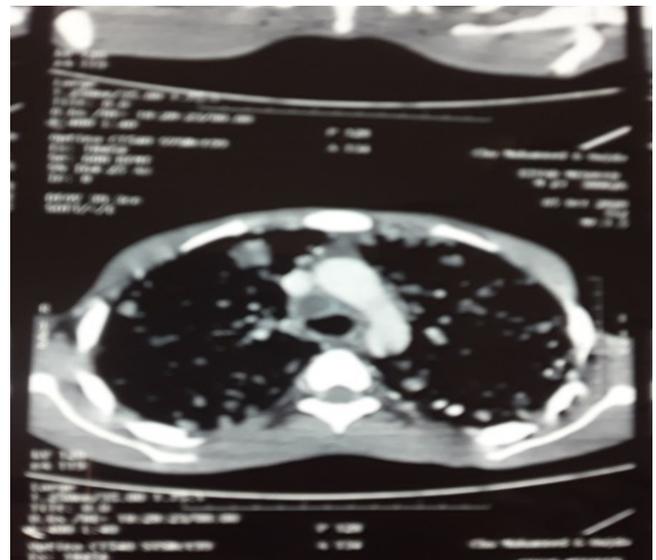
TDM thoracique objectivant des adénopathies médiastino-hilaires.
